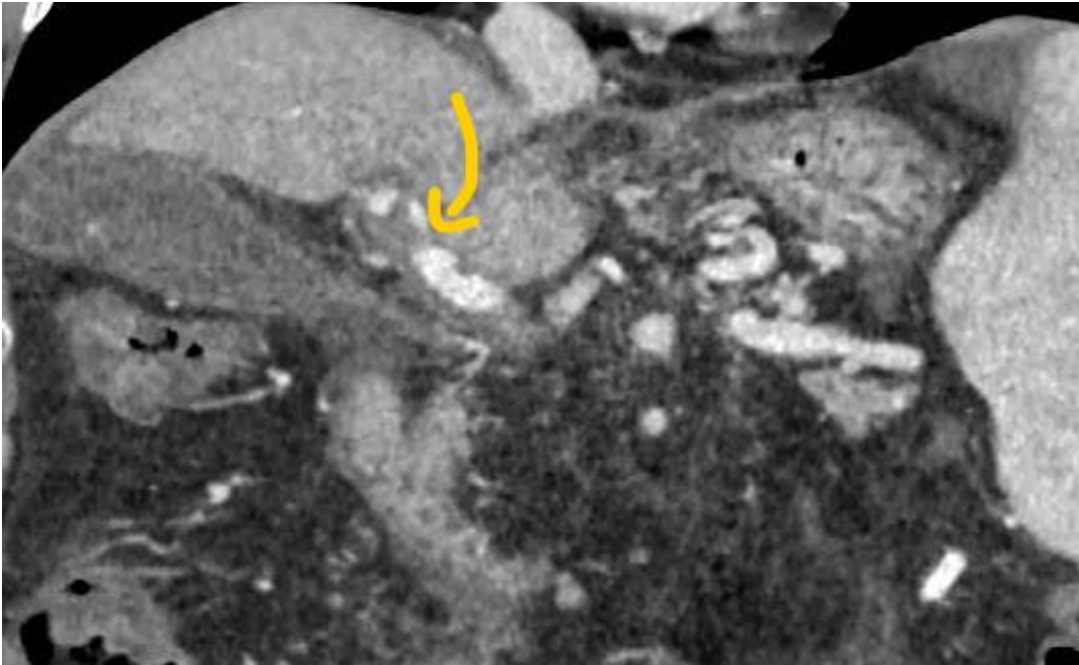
TC coronal en fase venosa obtenida 6 meses después de la termoablación, que muestra un defecto de repleción en la vena porta principal (flecha amarilla), sugestivo de trombo.
